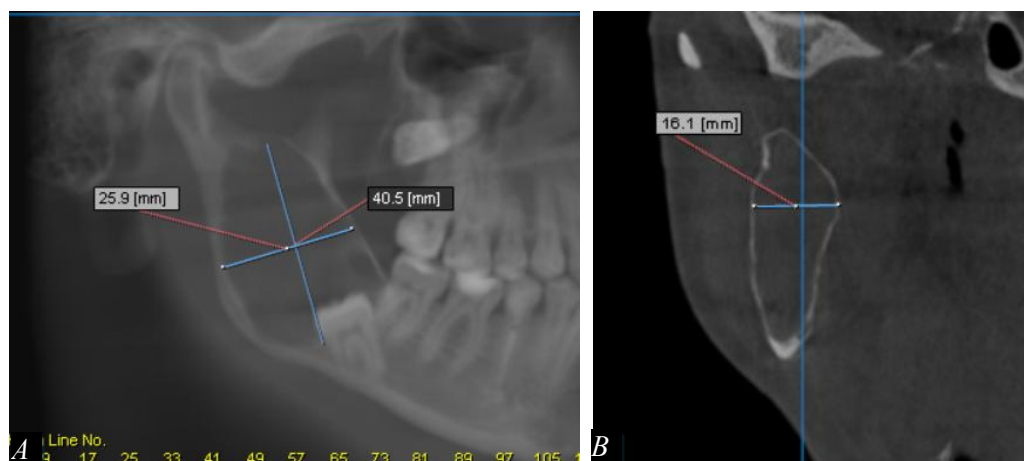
Aprecierea volumului formațiunii chistice pe CBCT: A- Volumul reprezentat pe secțiune panoramică bidimensională; B- Volumul reprezentat pe secțiune sagitală
